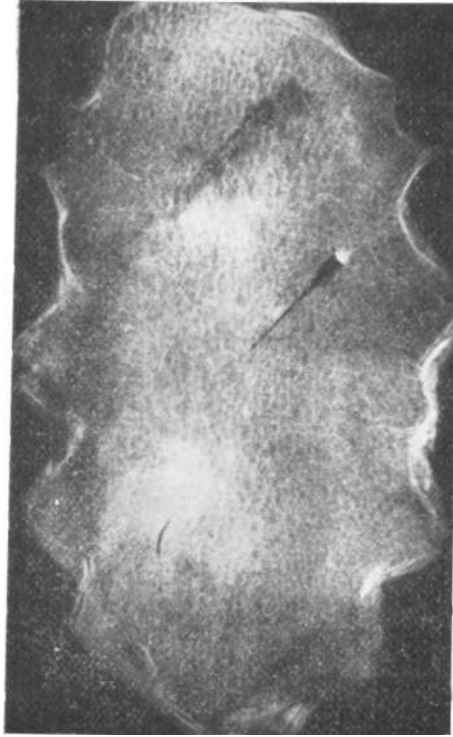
Рентгеновское изображение колото-резаного повреждения плоской кости.
